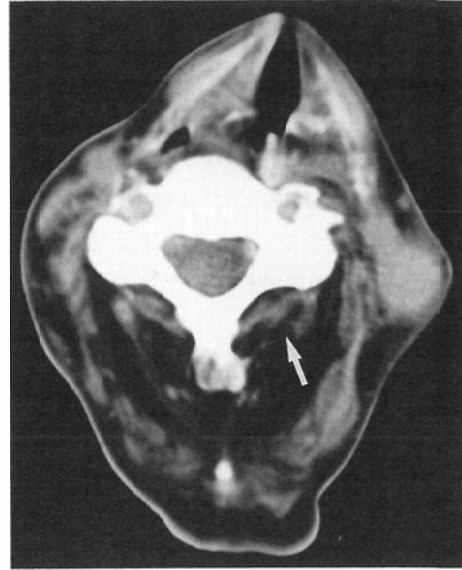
CT scan through the neck of a 56-year-old man with MYD. The multifidus of the neck (arrow) is of a much lower density. The cross sectional area of the sternocleidomastoid is decreased.
